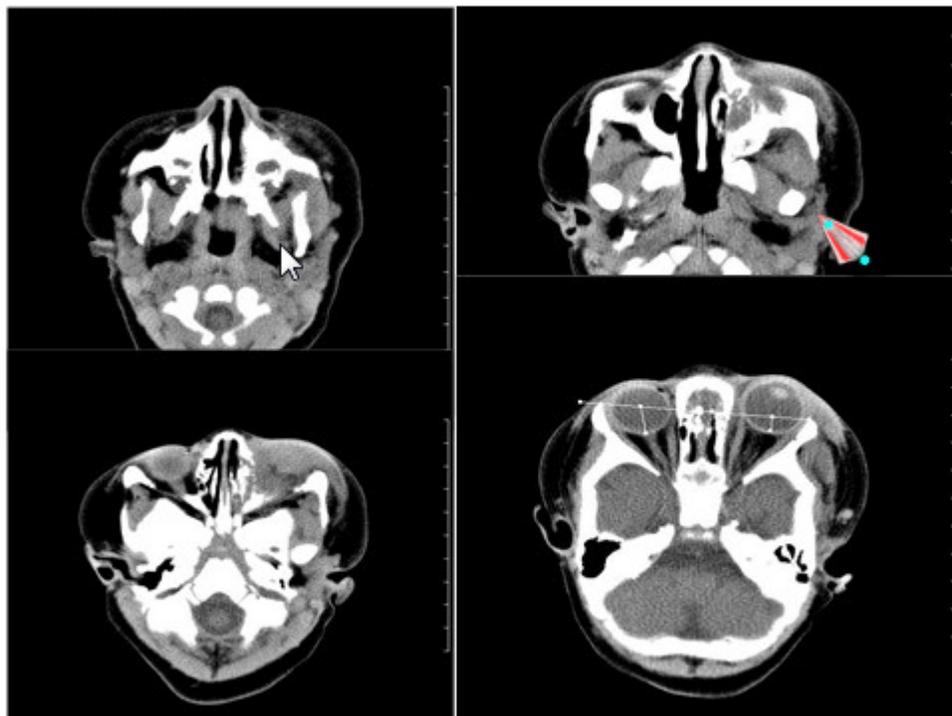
TAC de órbita en cuatro vistas donde se muestra la proptosis, la ocupación de los senos etmoidal y maxilar izquierdos
